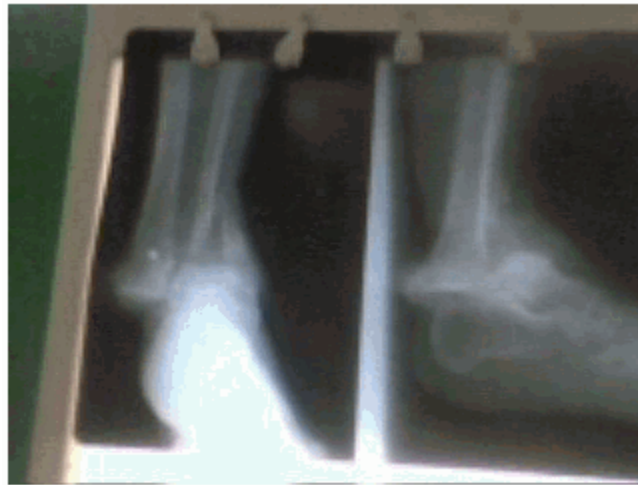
Radiografía preoperatoria que muestra la fractura-luxación del tobillo derecho.
